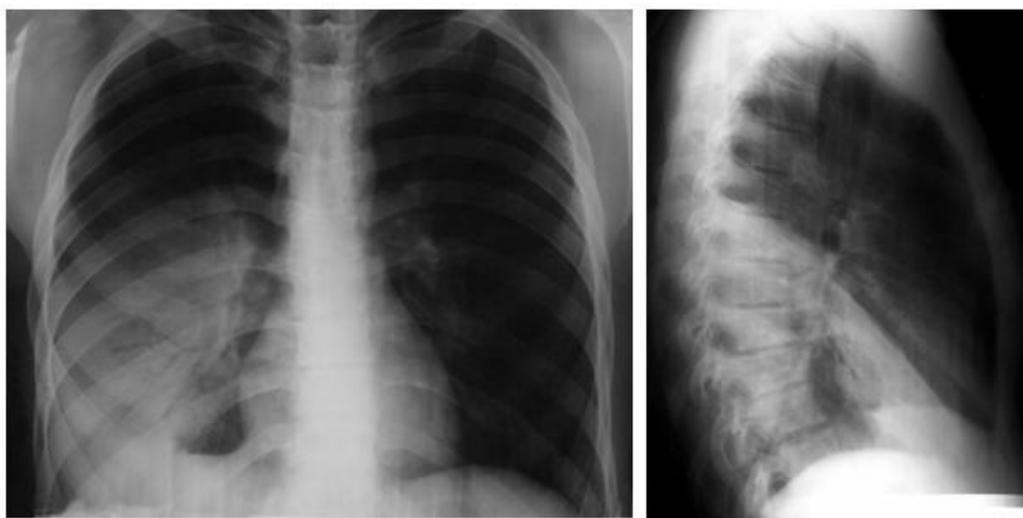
Рентгенограммы (2 проекции) при внебольничной правосторонней нижнедолевой пневмонии.
